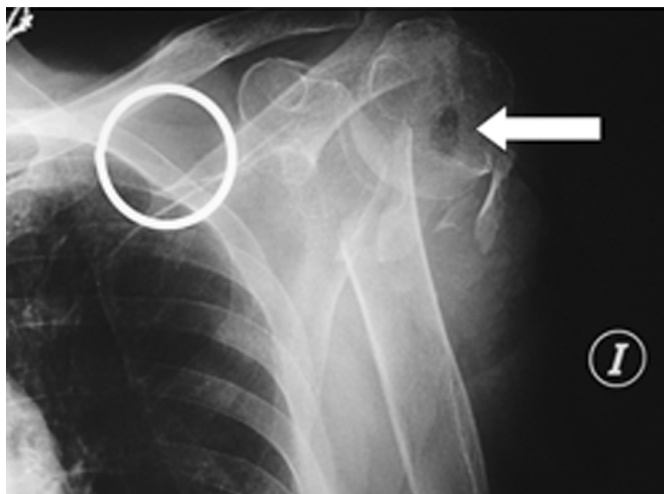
Radiografía que muestra una fractura subcapital de húmero izquierdo con un imagen de aire en su proximidad (Flecha).
